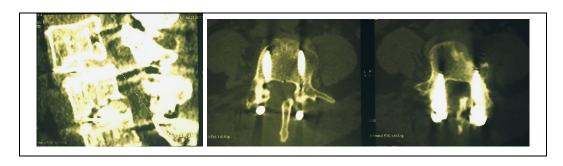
Больная Ч., 47 лет. Результаты КТ-исследовавний через 8 лет после оперативного лечения. Определяется достоверный костный блок на уровнях L3-4, L4-5, данных о наличии стеноза позвоночного канала нет
